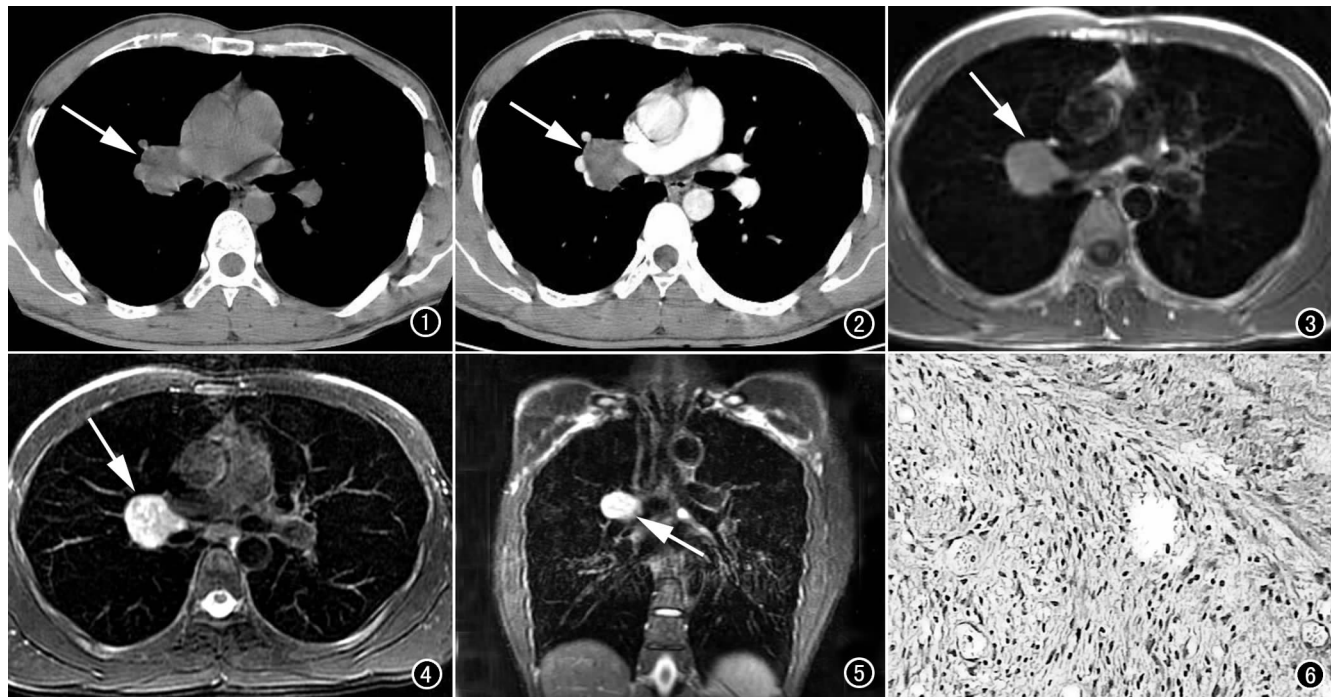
CT 平扫示右肺门软组织肿块影,边缘光整,密度均匀(箭)。图 2 CT 增强扫描示肿块呈中等程度不规则强化,密度不均匀(箭)。图 3 MR T_1 WI 示肿块呈等信号(箭)。图 4 MR T_2 WI 示肿块呈高信号,信号不均匀(箭)。图 5 MR 冠状面扫描,右侧支气管受压(箭)。图 6 肿瘤细胞呈旋涡状排列,无核分裂相可见(HE $\times 100$)。
